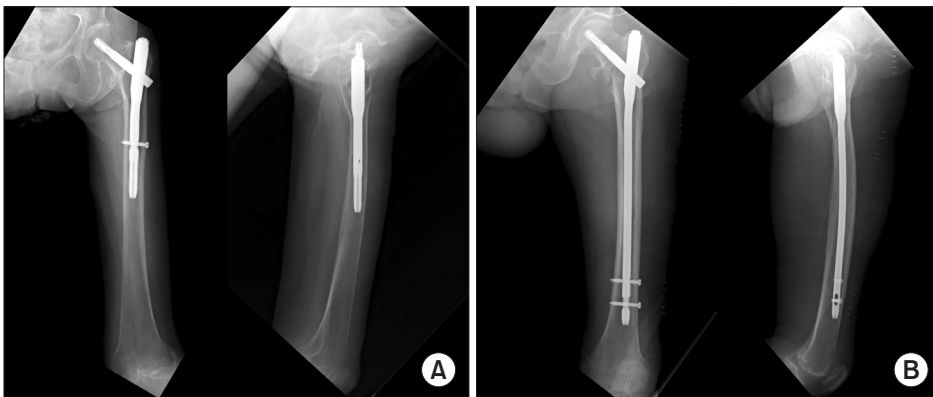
Short proximal femoral nail antirotation (PFNA) II (A) and long PFNA II (B) were placed and postoperative radiographs show good reduction and optimal blade position in the femoral head.
